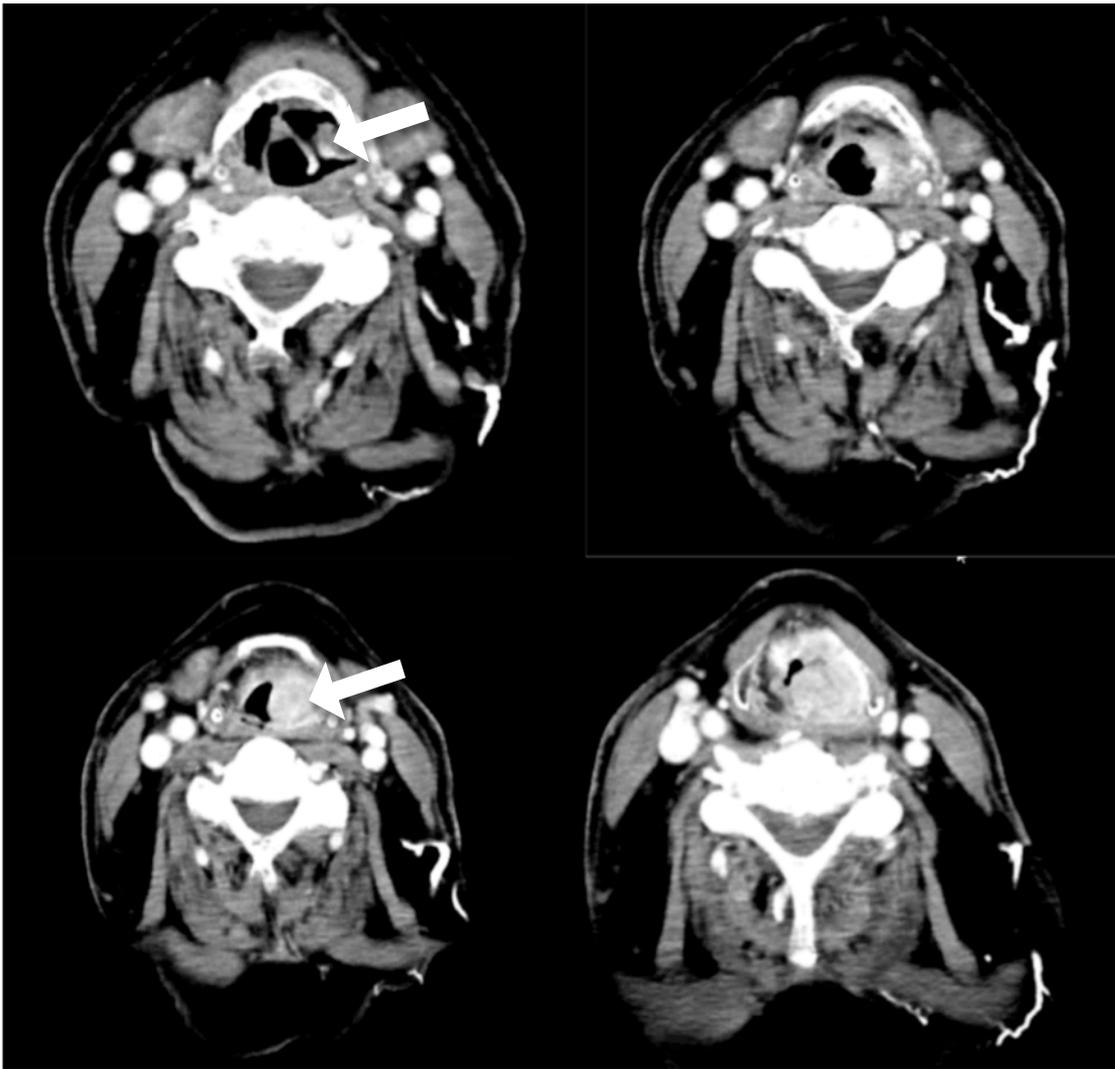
Computertomografische Darstellung der pathologischen Veränderung von Patient Nr. 4 in axialer Schnittführung.
